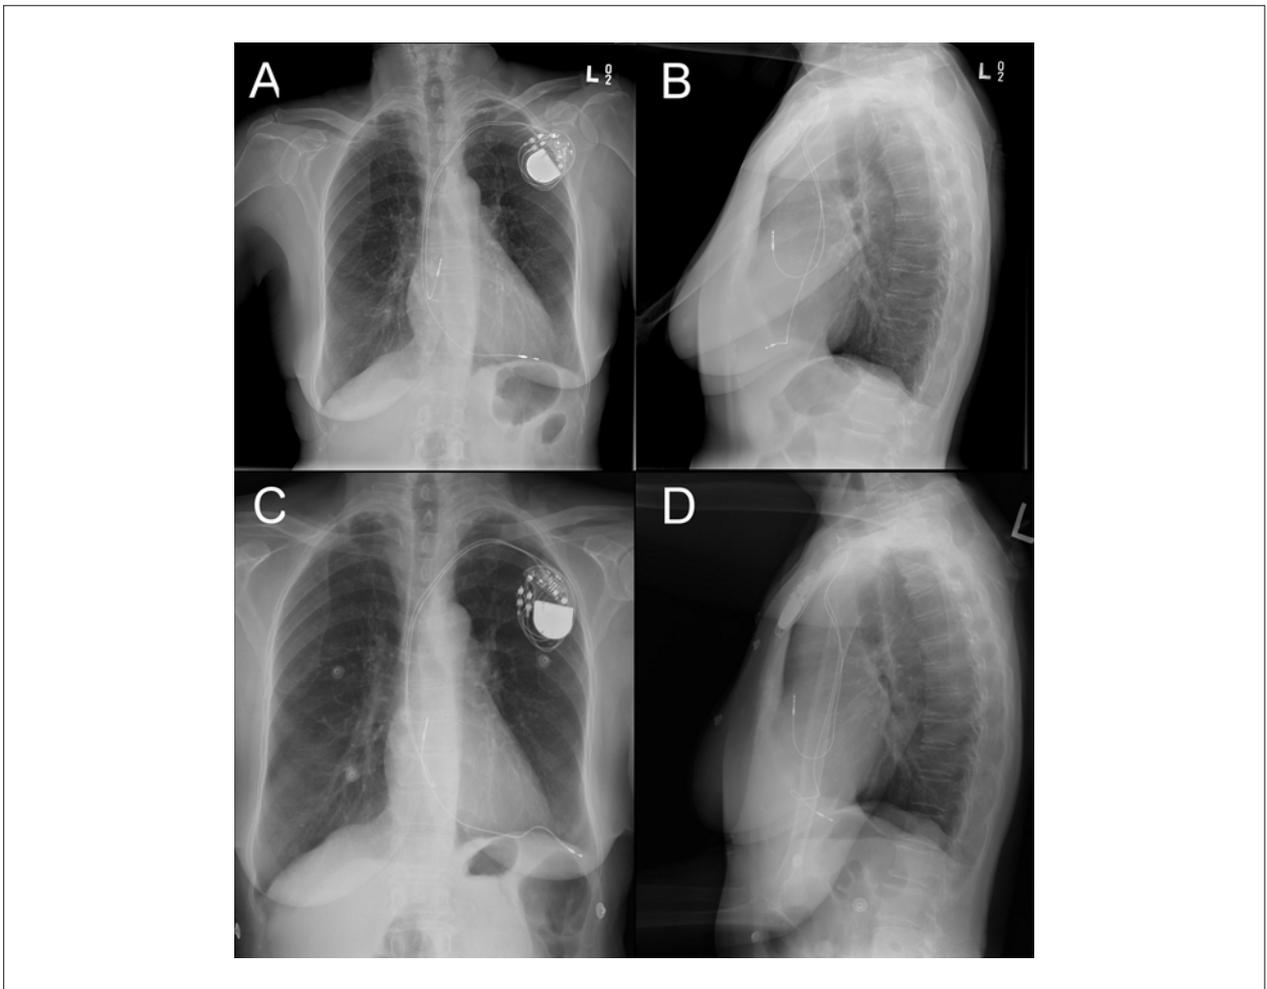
Radiografia de tórax em incidência pósterio-anterior (A) e lateral (B), imediatamente após o implante do marca-passo, mostrando os cabos-eletrodos atrial direito e ventricular direito nas posições padrão. A incidência lateral (B) mostra um ângulo pronunciado no aspecto distal do cabo-eletrodo ventricular direito. A radiografia de tórax 30 dias após o implante do marca-passo na incidência pósterio-anterior (C), mostra o cabo-eletrodo ventricular direito fora da silhueta cardíaca. A incidência lateral (D) mostra o cabo-eletrodo ventricular direito em um aspecto posterior atípico.
